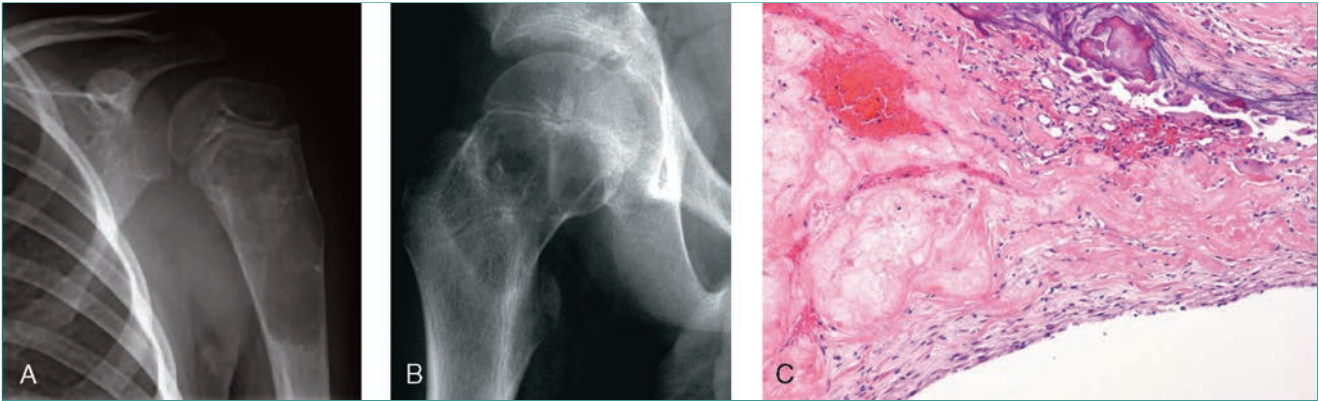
Quiste óseo unicameral. A, Radiografía anteroposterior del húmero proximal de una niña de cinco años con una lesión lítica central en el canal medular de la metáfisis compatible con un quiste óseo unicameral. La lesión no expande el hueso más que la anchura del cartílago de crecimiento. Esta niña había tenido antes una fractura patológica sobre esta lesión. B, Radiografía anteroposterior del fémur proximal en la que se observa una lesión lítica en la metáfisis contigua al cartílago de crecimiento femoral proximal. La lesión tiene una localización central y es probable que sea necesario un tratamiento quirúrgico, porque el riesgo de fractura es elevado. C, Imagen microscópica. Se observa un delgado revestimiento interno del quiste formado por fibroblastos. Se observa cemento en la pared, y no se aprecia atipia celular. (C reproducida con autorización de Weber KL, Heck RK Jr: Cystic and benign bone lesions, en Schwartz HS, ed: *Orthopaedic Knowledge Update: Musculoskeletal Tumors*, ed 2. Rosemont, IL, American Academy of Orthopaedic Surgeons, 2007, p 91.)
